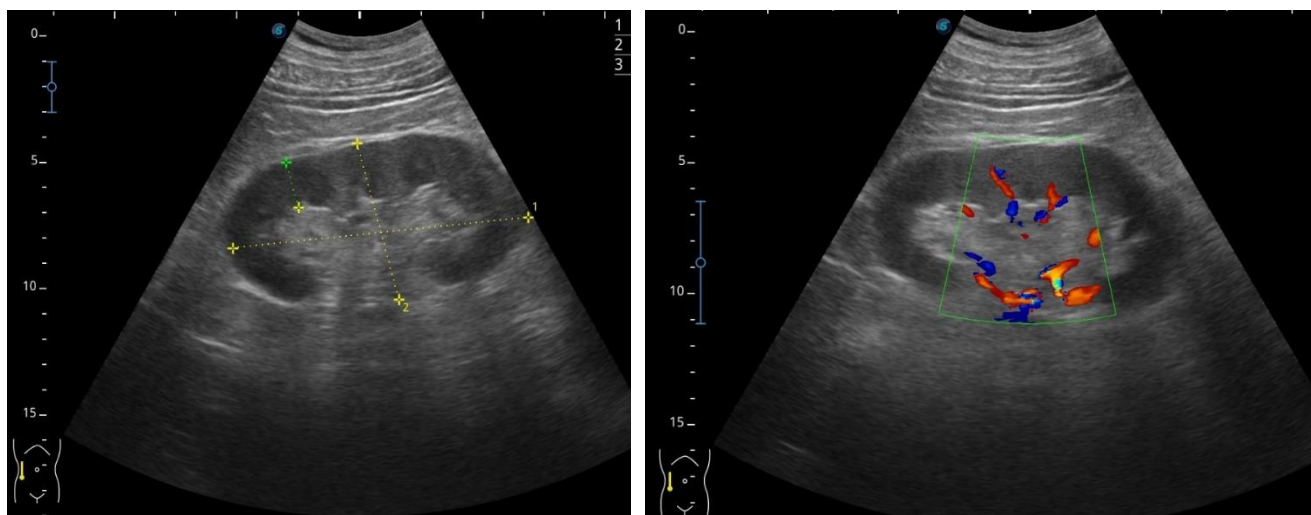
УЗИ правой почки в В-режиме и в режиме ЦДК (тип 3 по М. Bertolotto) в положении пациента лежа на спине.
